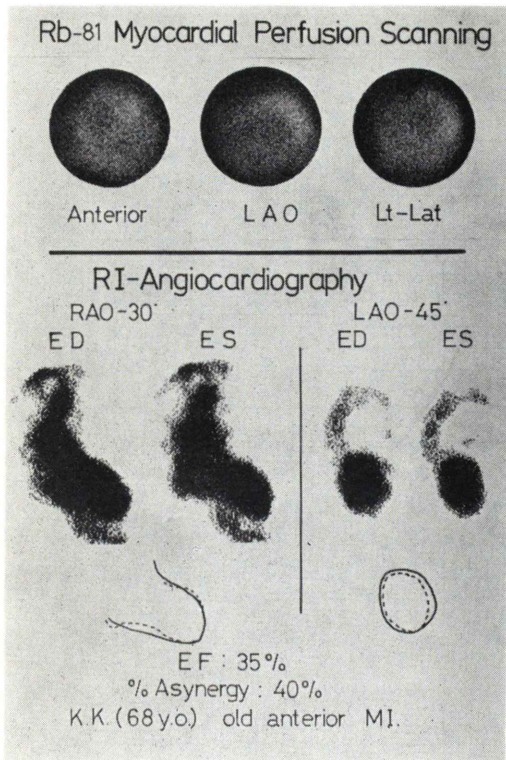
A case of old anterior myocardial infarction (old) (resting scintigram)
